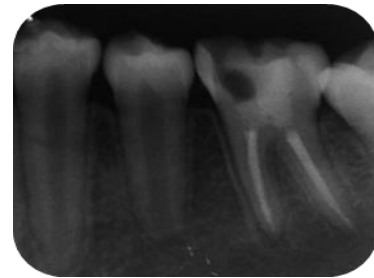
Radiografía de control noviembre 2016.
